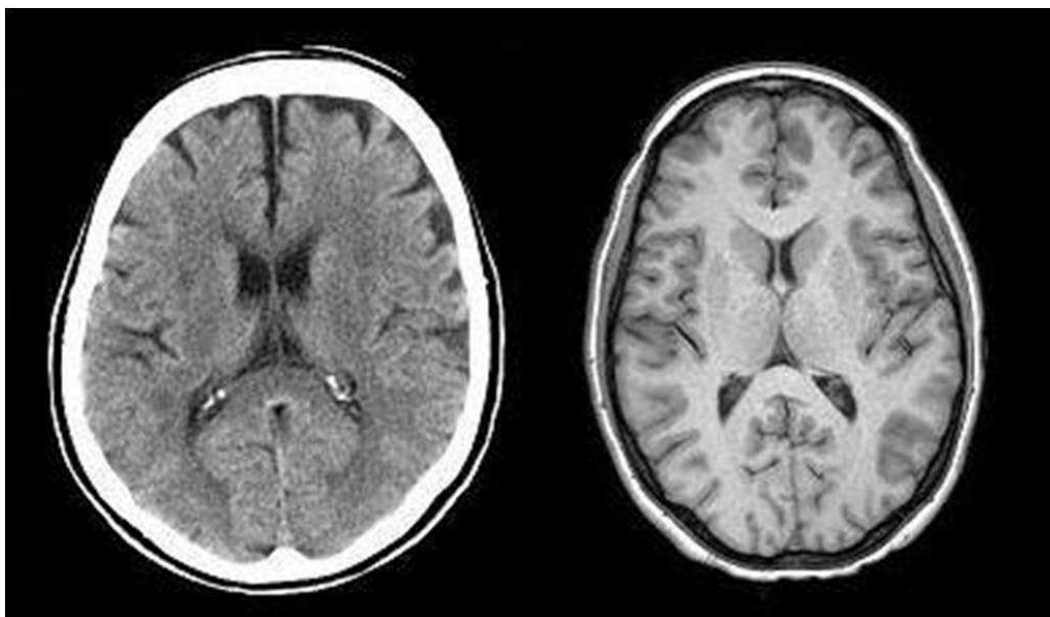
Images anatomiques cérébrales obtenues par tomodensitométrie (à gauche) et par IRM pondérée T_1 (à droite).
